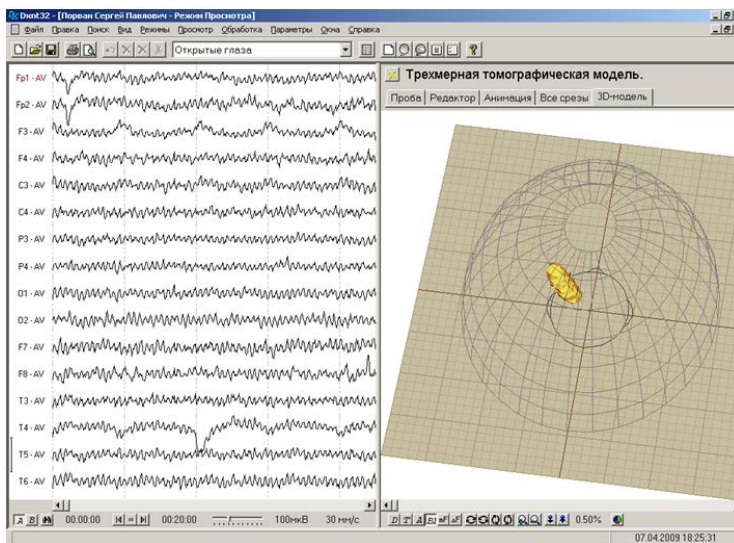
Вікно програми «Тривимірна томографічна модель»
